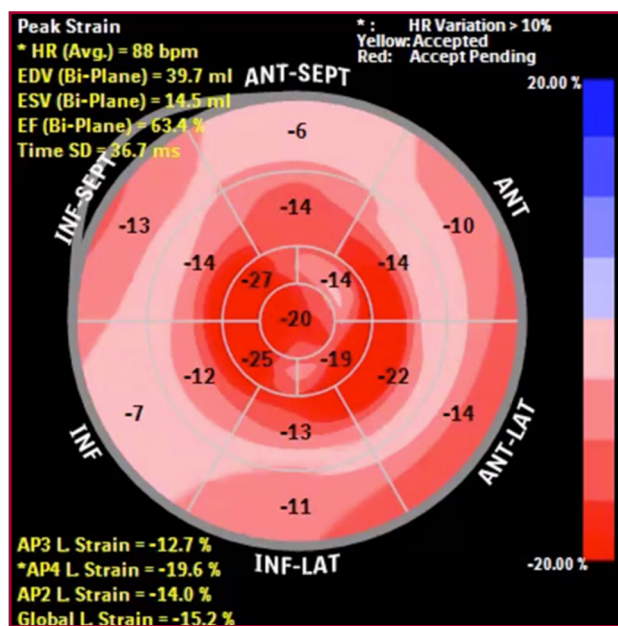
Ecocardiograma. Patrón de strain con imagen característica de “Cherry on Top”, sugestiva de amiloidosis cardíaca
